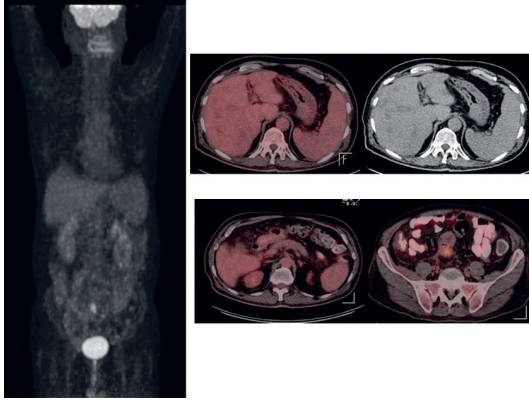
Rektosigmoid kanser tanısı alan 64 yaşında erkek hastada ilk evreleme amaçlı yapılan PET-BT Görüntüleri. MIP (maksimum intensite projeksiyon) görüntülerinde (A) primer kitle, karaciğer ve lenf nodu metastazları izlenmektedir. Aksiyel füzyon PET-BT ve BT görüntülerinde karaciğer metastazlarında (SUVmax: 14) ve intraabdominal lenf nodlarında (SUVmax: 14) (B, C, D) artmış FDG aktivitesi dikkati çekmiştir. Ayrıca rektosigmoid kolon düzeyinde aksiyel planda yaklaşık boyutu 4x3. 5 cm, sagittal planda 5 cm'lik bir segmentte primer malignite ile uyumlu (SUVmax: 15) kitle-mukoza kalınlaşma alanı (E) görüntülenmiştir.
